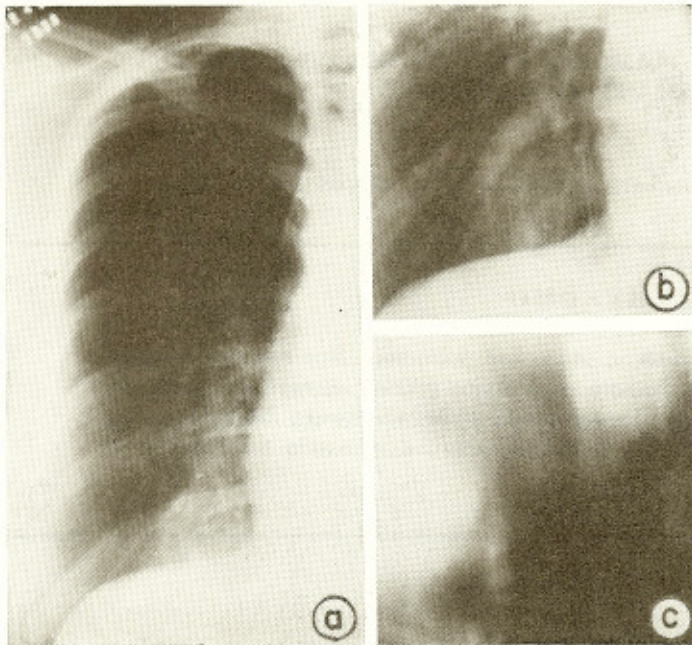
Radiografia (a e b) e tomografia (c) da lesão nodular subpleural
